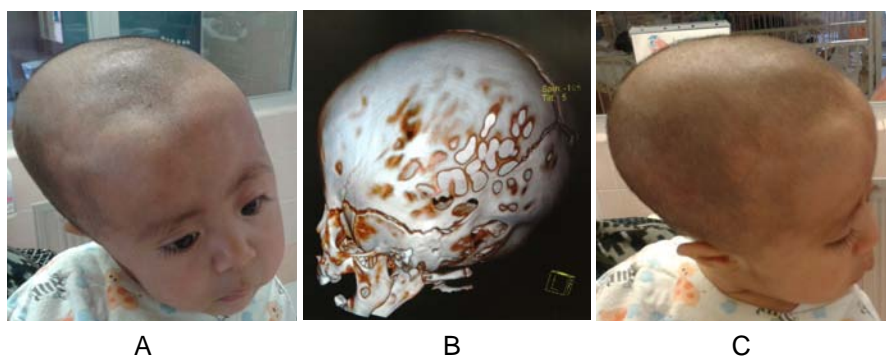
Craneoestenosis compleja A) vista frontal 3/4 derecha, observándose, retracción y eversión de la órbita izquierda, (lado afectado), B) TC 3D vista lateral izquierda que muestra ausencia de sutura coronal y lambdoideas izquierdas, C) vista lateral derecha del la paciente, donde se observa el “cráneo ovalo-oblicuo”, otra forma de denominación a ésta entidad, como forma de compensación hacia la ausencia de las suturas contralaterales.
